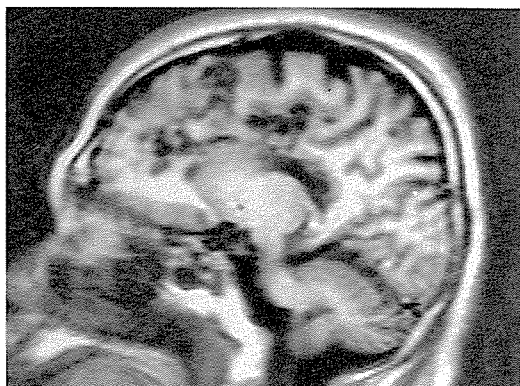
強制把握と強制模索を呈した症例のMRI 左外側矢状断像：TR2080ms, TI500ms
